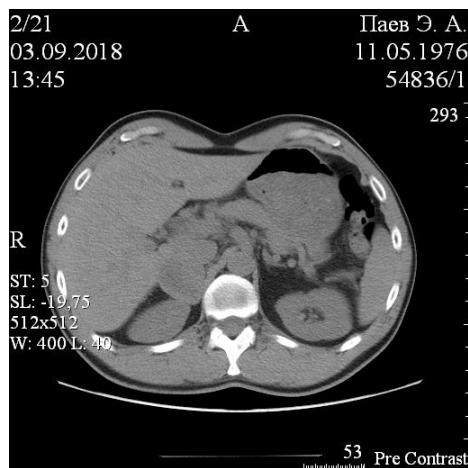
6. Б-ной П. 42 г. Нативная КТ надпочечников. Нативная плотность гетерогенной опухоли правого надпочечника колеблется от 29 до 42. В артериальную фазу плотность увеличилась до значений от 35 до 65 HU.
